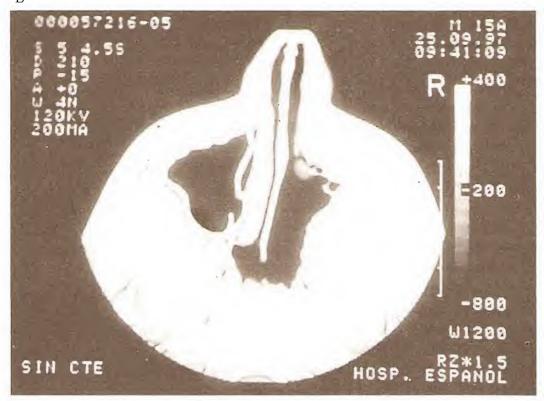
A. Tomografía computarizada (corte axíal) de un angiofibroma rinofaríngeo del lado derecho que invade la fosa nasal. B. Imagen posoperatoria de la misma cavidad (pág. sig.).
